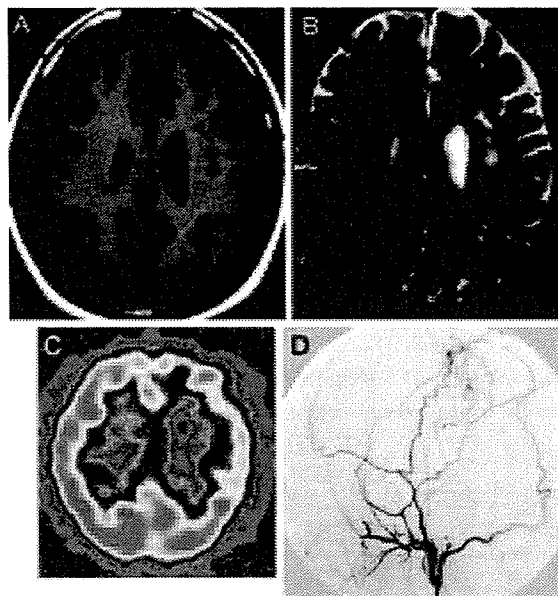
Case 3. Magnetic resonance imaging scans (A, T1-weighted scan; B, T2-weighted scan), showing cerebral infarction in the left frontal region. SPECT scan (C), demonstrating decreased blood flow in the left frontal region. Left external carotid artery angiogram (D), showing abundant collateral circulation by superficial temporal artery via a trans-dural anastomosis.
